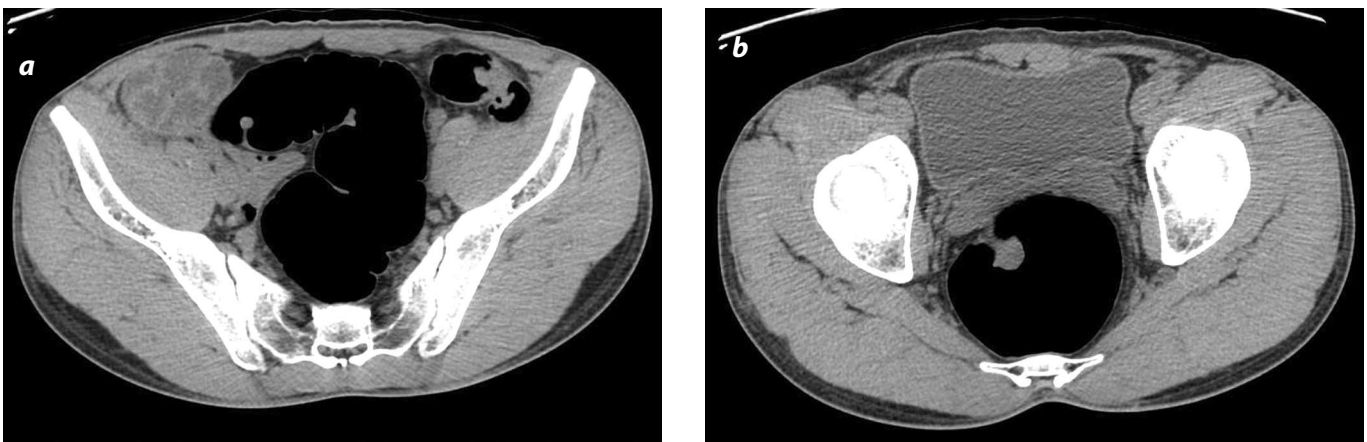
(a y b). Imágenes axiales de tomografía computarizada simple de abdomen, con distensión gaseosa del colon (aire ambiente). Lesiones pediculadas polipoideas con densidad de tejido blando de la pared del colon sigmoide y recto.
